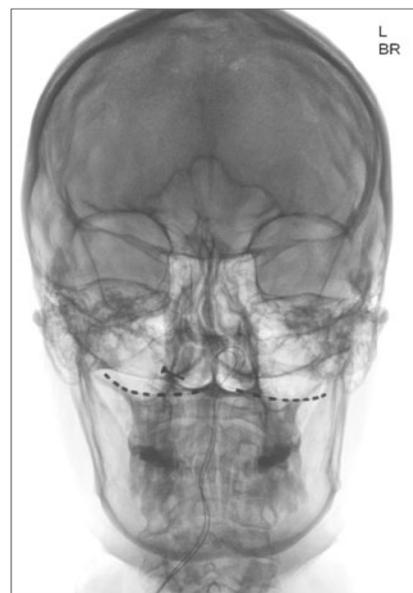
Kontrolle der Elektrodenlage bei Okzipitalsnervstimulation im nativen Röntgen.
